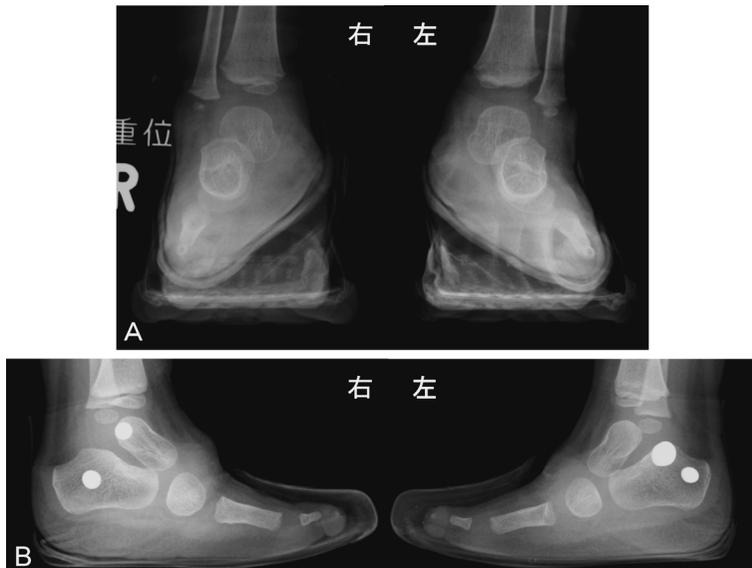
Inner Shoe 使用 (3歳半) 時の荷重時単純X線足関節像
